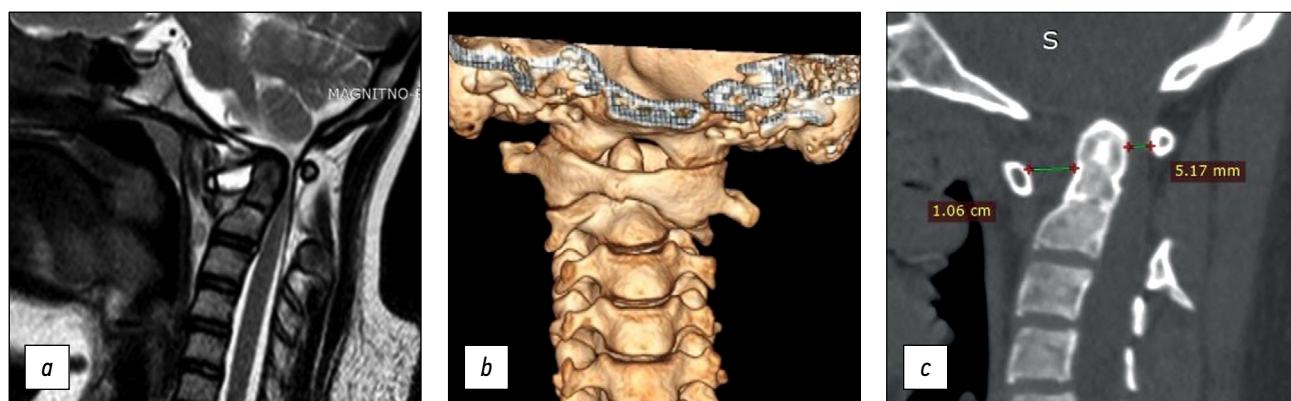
Instrumental methods of examination: *a* — MRI picture of transligamentous subluxation with spinal canal stenosis and myelopathy at the level of C1–C2, *b* — 3D CT reconstruction, *c* — CT scan of the cervical spine, sagittal slice with visualization of disturbed craniovertebral relations. MRI — magnetic resonance imaging, CT — computed tomography.
